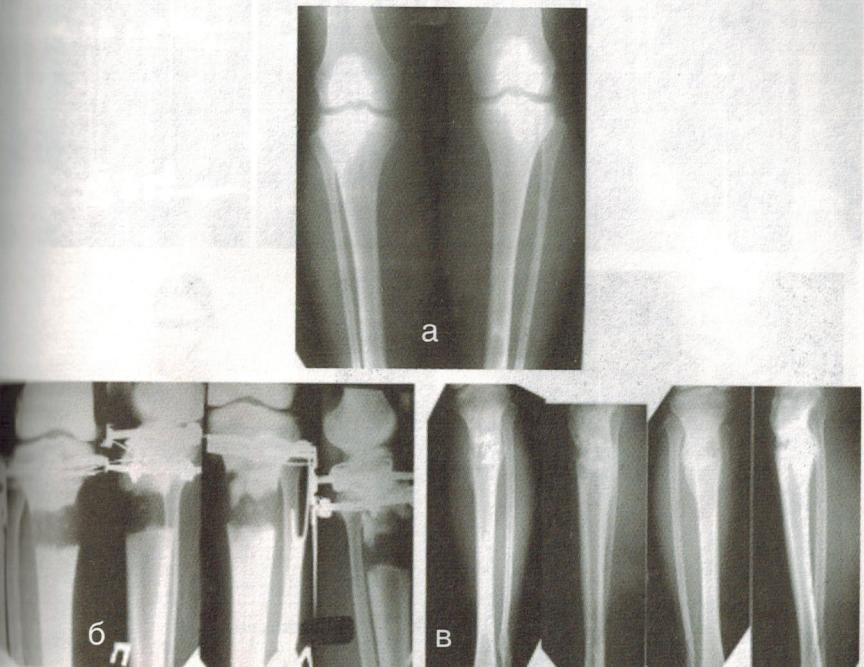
Рентгенограммы голени пациента М.: а — при поступлении; б — в процессе удлинения; в — через 8 мес после удлинения
